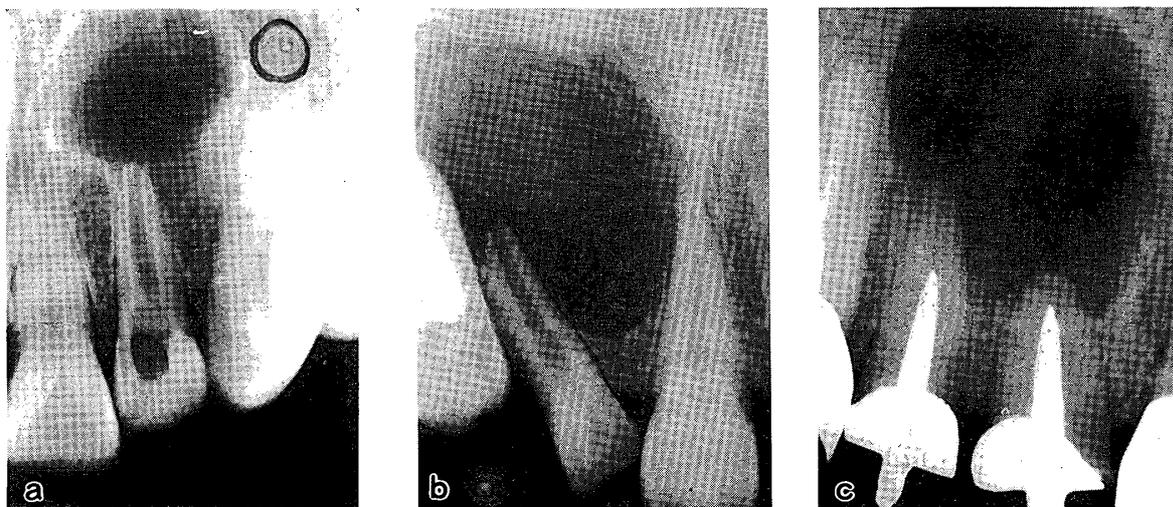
上顎前歯部に認められた歯根嚢胞の3例 (a: 2の歯根部に境界明瞭なX線透過像を示す。周囲は歯槽硬線から続く骨硬化帯によって取り囲まれている。b: 外傷による歯牙破折の2に起因したもので、根尖を含む境界明瞭なX線透過像を示す。嚢胞の増大による歯牙の離開が認められる。c: 1の歯根部と2の歯根部に独立して発生した嚢胞が、増大して1つに合さったものである。嚢胞内部にわずかながらも骨梁が認められる。)
